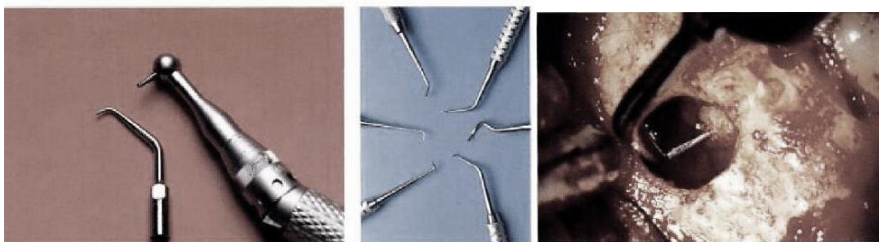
Imágenes de puntas de ultrasonido. Bauman. (Pag. 248)
